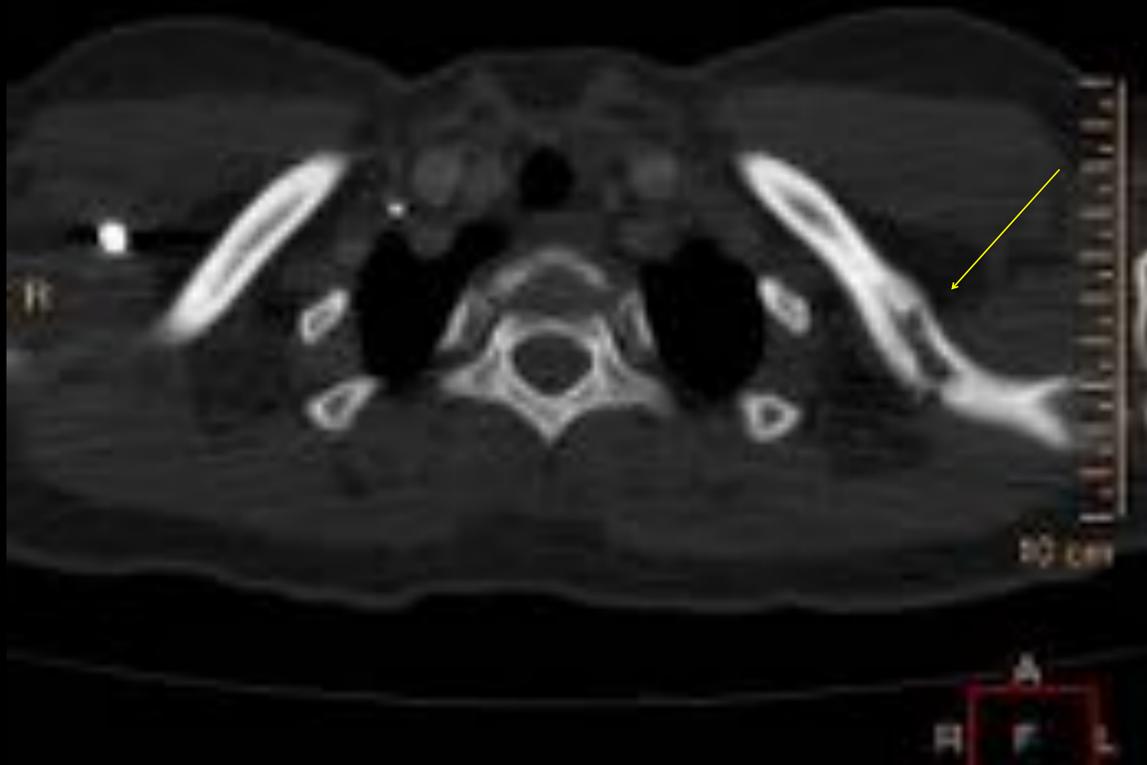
TC de tórax con contraste intravenoso.
